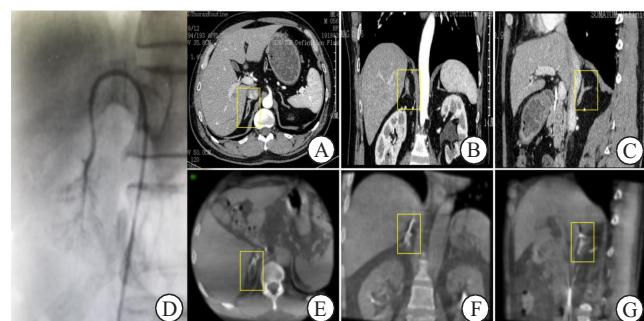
实验组右肾上腺造影C臂CT与术前CT三维重建对比
